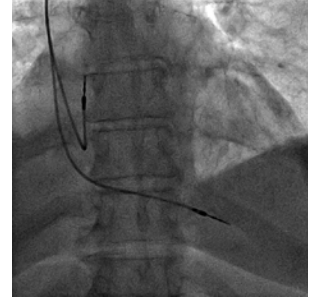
Başvuru sırasında PAAC. Başvuru sırasında akciğer grafisinde atrial lead dislokasyonu, sağda pleval effüzyon belirgin.
